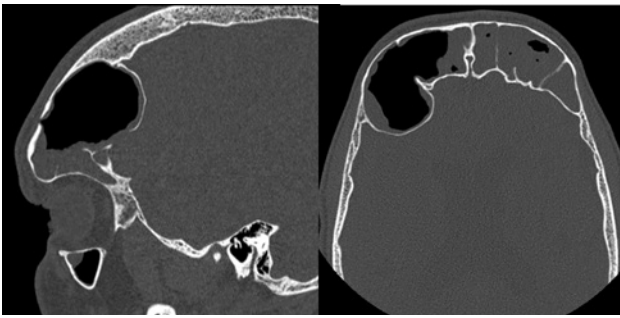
Imagen de TC a) corte sagital y b) corte axial en el que se observa una protrusión de la pared posterior del seno frontal.
